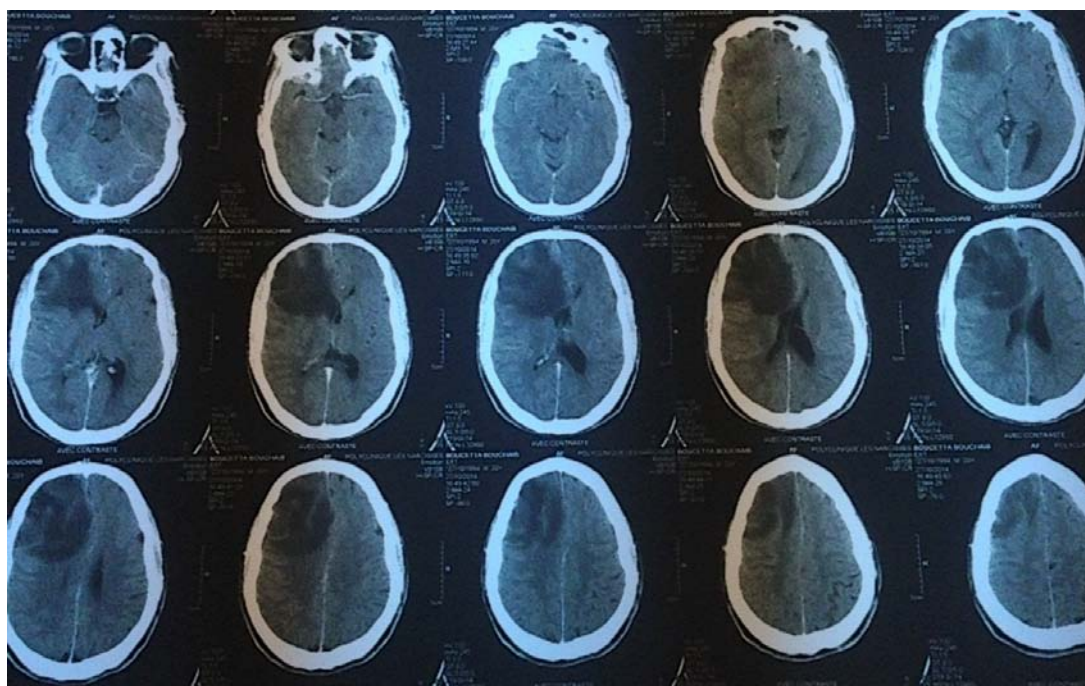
TDM cérébrale en coupe axiale. Lésion hypodense, frontale droite, sans prise de contraste
